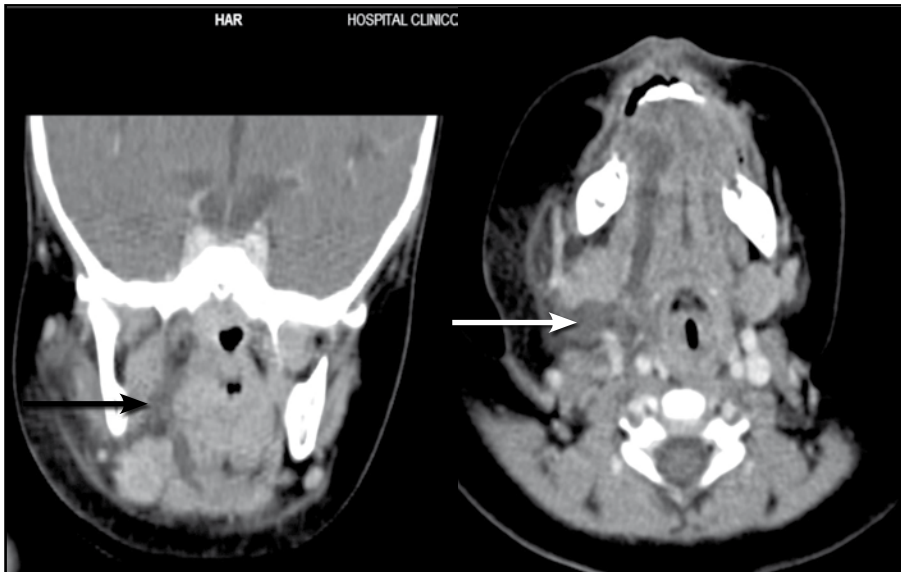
TC de cuello: extenso compromiso inflamatorio de partes blandas de región cervical superficial y profunda, supra e infrahioidea derecha, comprometiendo el espacio carotídeo derecho, extendiéndose hacia los espacios parafaríngeo, periamigdalino, masticador, carotídeo y piso de la boca. Asociado a compromiso flegmonoso y con signos de abscedación.
